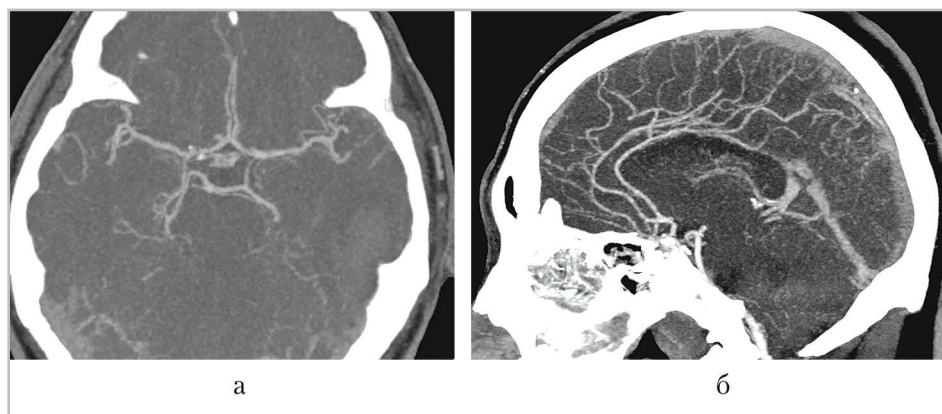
Компьютерные томограммы интракраниальных артерий головного мозга с в/в контрастированием, МIP-реконструкции в косоаксиальной (а) и сагиттальной (б) плоскостях. Определяется замкнутый виллизиев круг (а) и равномерно контрастируемые передние мозговые артерии и их ветви
